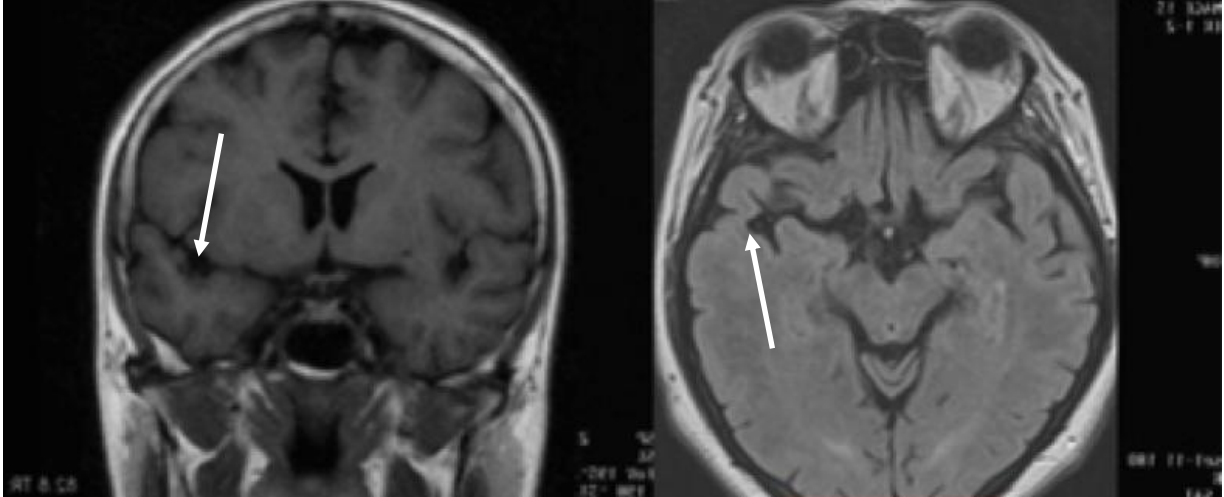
МРТ головного мозга при поступлении. А – коронарная проекция, В – сагиттальная проекция. Стрелками указана аневризма СМА
